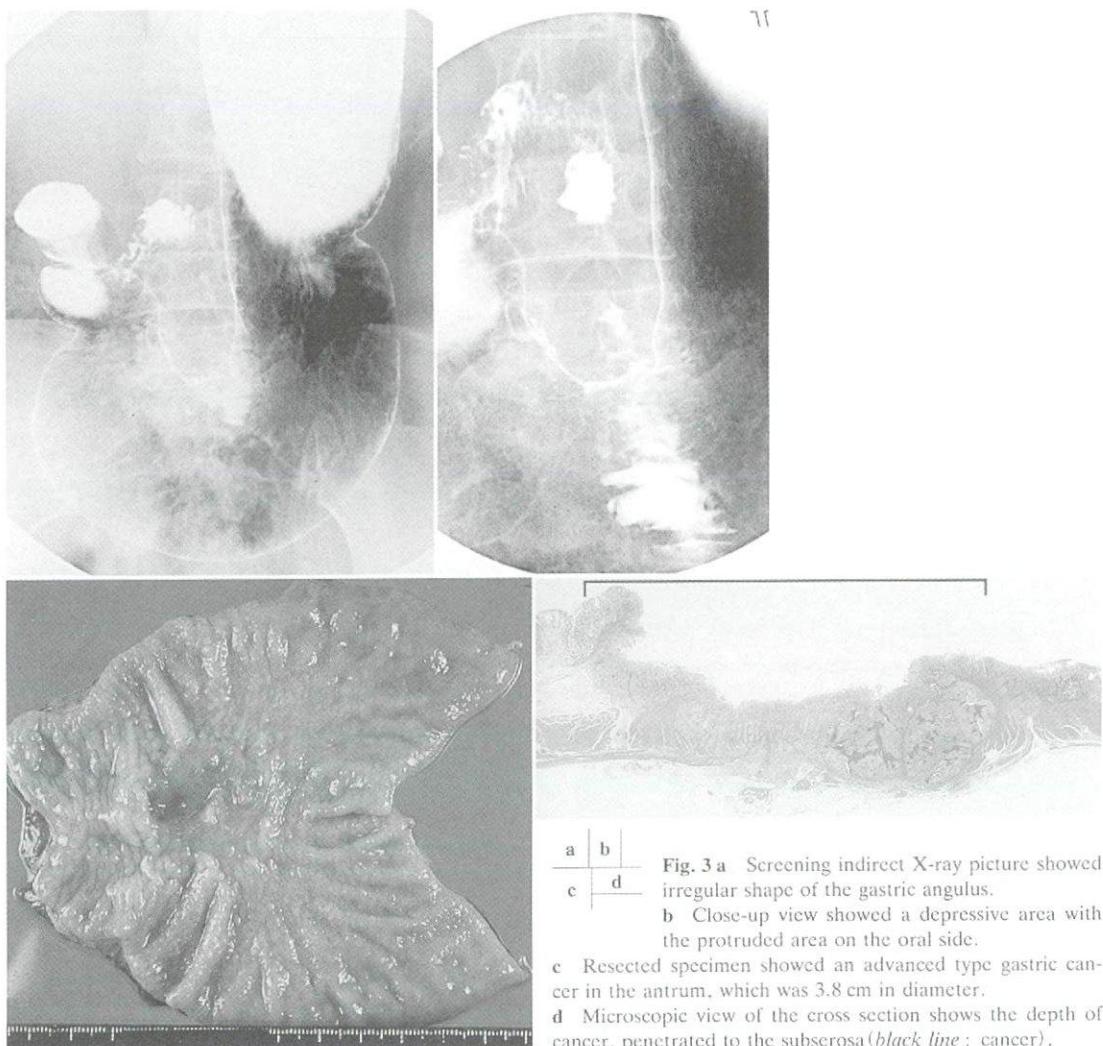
a Screening indirect X-ray picture showed irregular shape of the gastric angulus.
